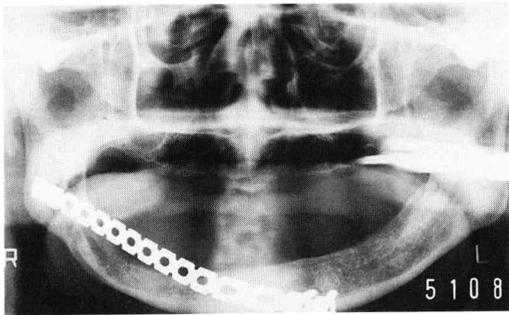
Radiographic findings at 3 months after immediate reconstruction of the mandible.
